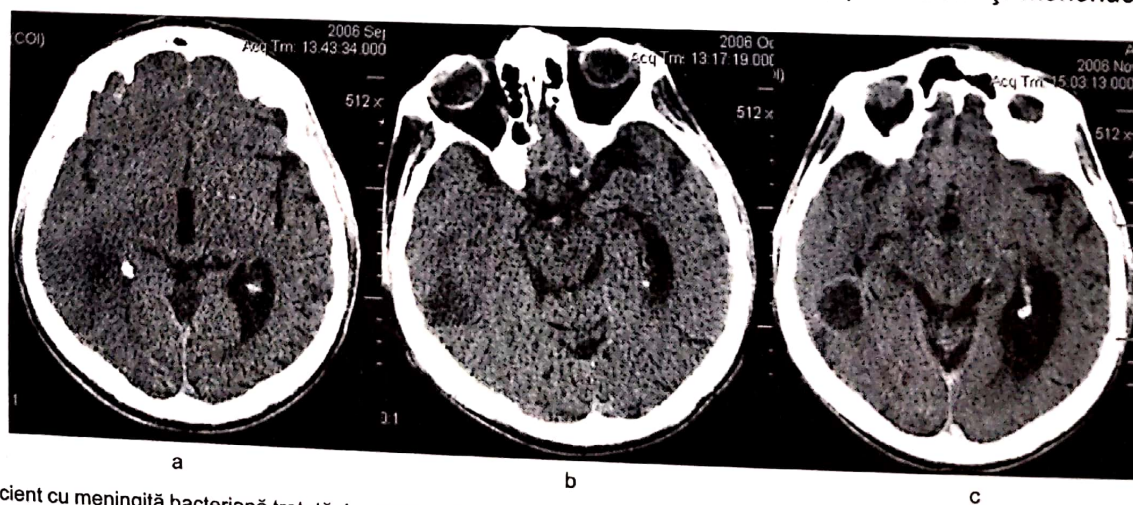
Pacient cu meningită bacteriană tratată. Imaginile CT au fost efectuate la o lună interval una față de cealaltă, relevând în final un abces temporal încapsulat (a. Encefalita presupurativă. b. Încapsulare precoce. c. Capsula definitivă.).
